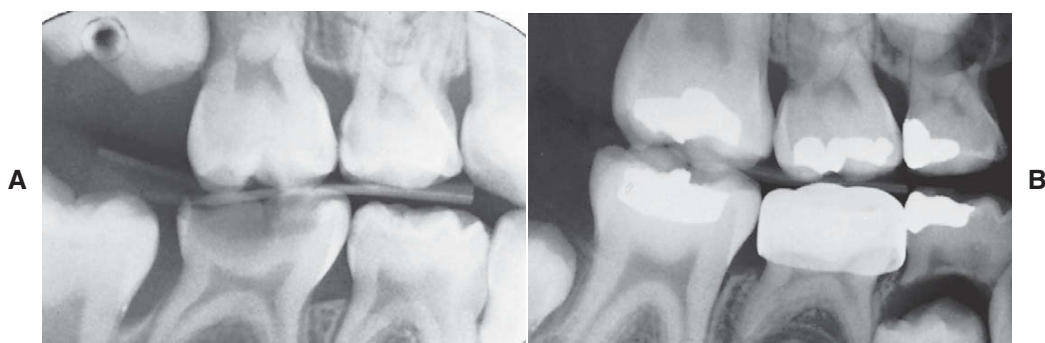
A erupção ectópica do primeiro molar permanente usualmente é diagnosticada em radiografias interproximais de rotina. Se a reabsorção for limitada, não é necessário tratamento imediato. A, A raiz distal do segundo molar decíduo superior mostra pouca reabsorção em decorrência da erupção ectópica. B, Esta radiografia, tirada aproximadamente 18 meses depois, ilustra que o molar permanente foi capaz de erupcionar sem tratamento.
